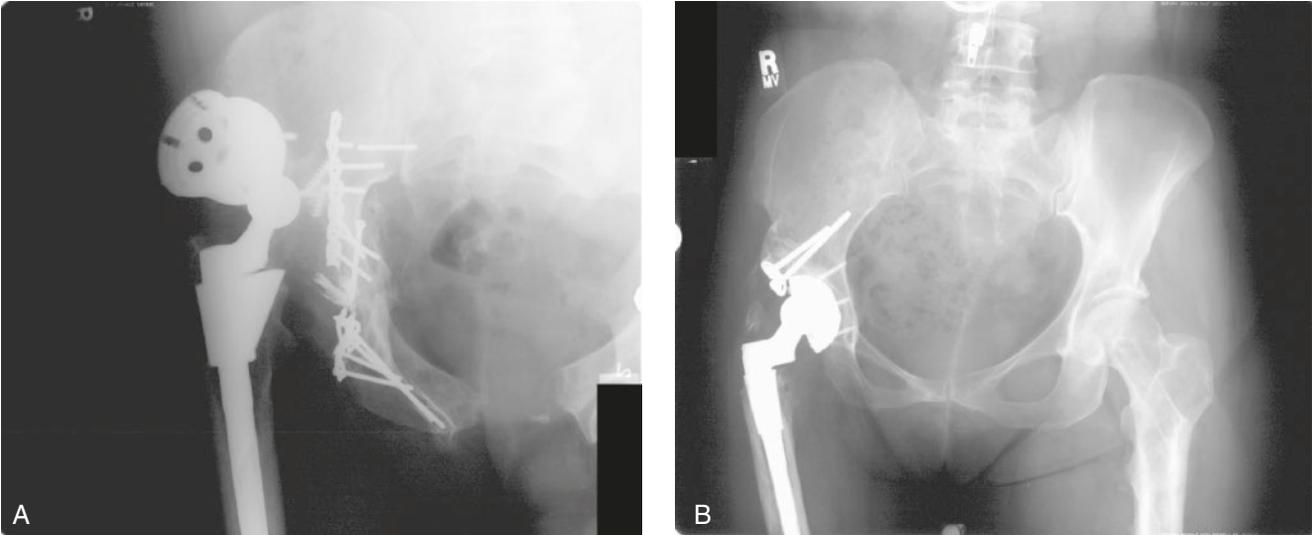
A. La presencia de material de fijación previo dificulta la determinación de la viabilidad del hueso nativo. B. En la radiografía simple es difícil determinar la capacidad de soporte estructural del aloinjerto previo.
